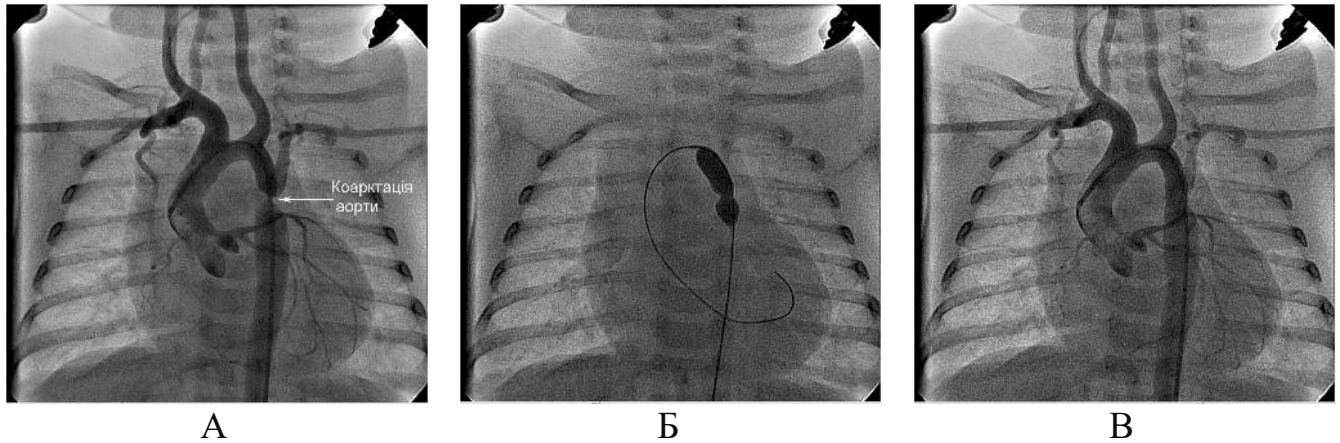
Рентгенангіографічне зображення етапів балонної ангіопластики аорти. А – рентгенангіографічне зображення коарктації аорти у фронтальній проекції, Б – балонна ангіопластика коарктації аорти, В – контрольна аортографія.
